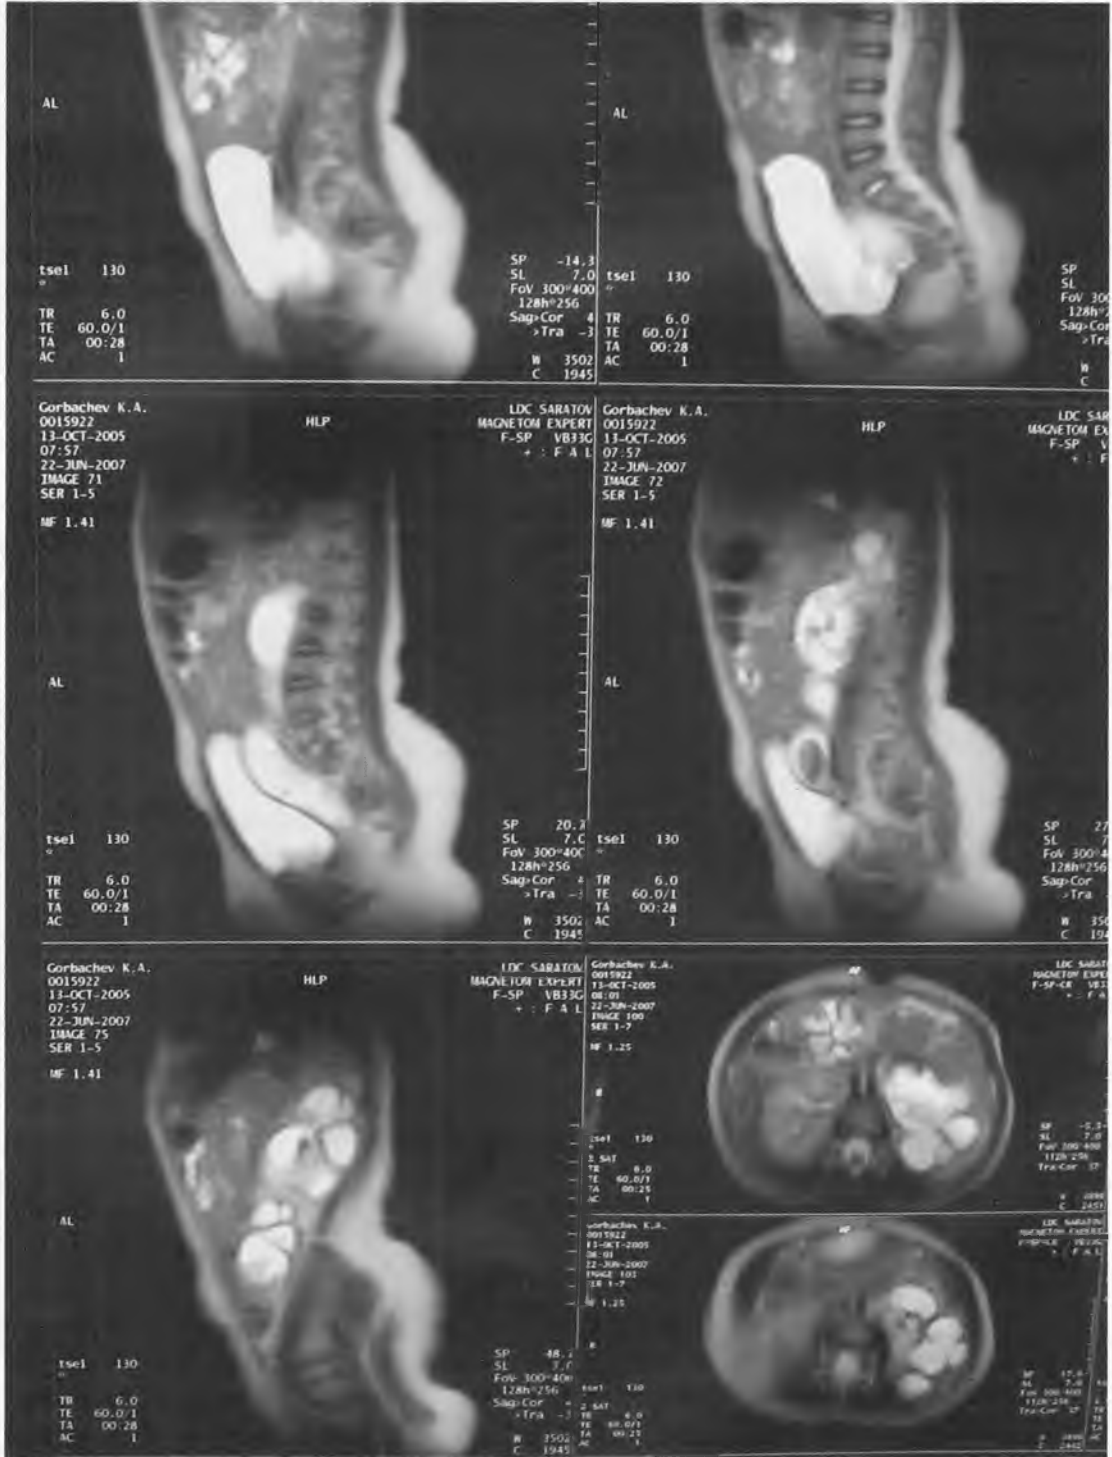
Магнитно-резонансная томография – определяется тяжелый левосторонний декомпенсированный уретерогидронефроз у младенца с клапанами задней уретры
